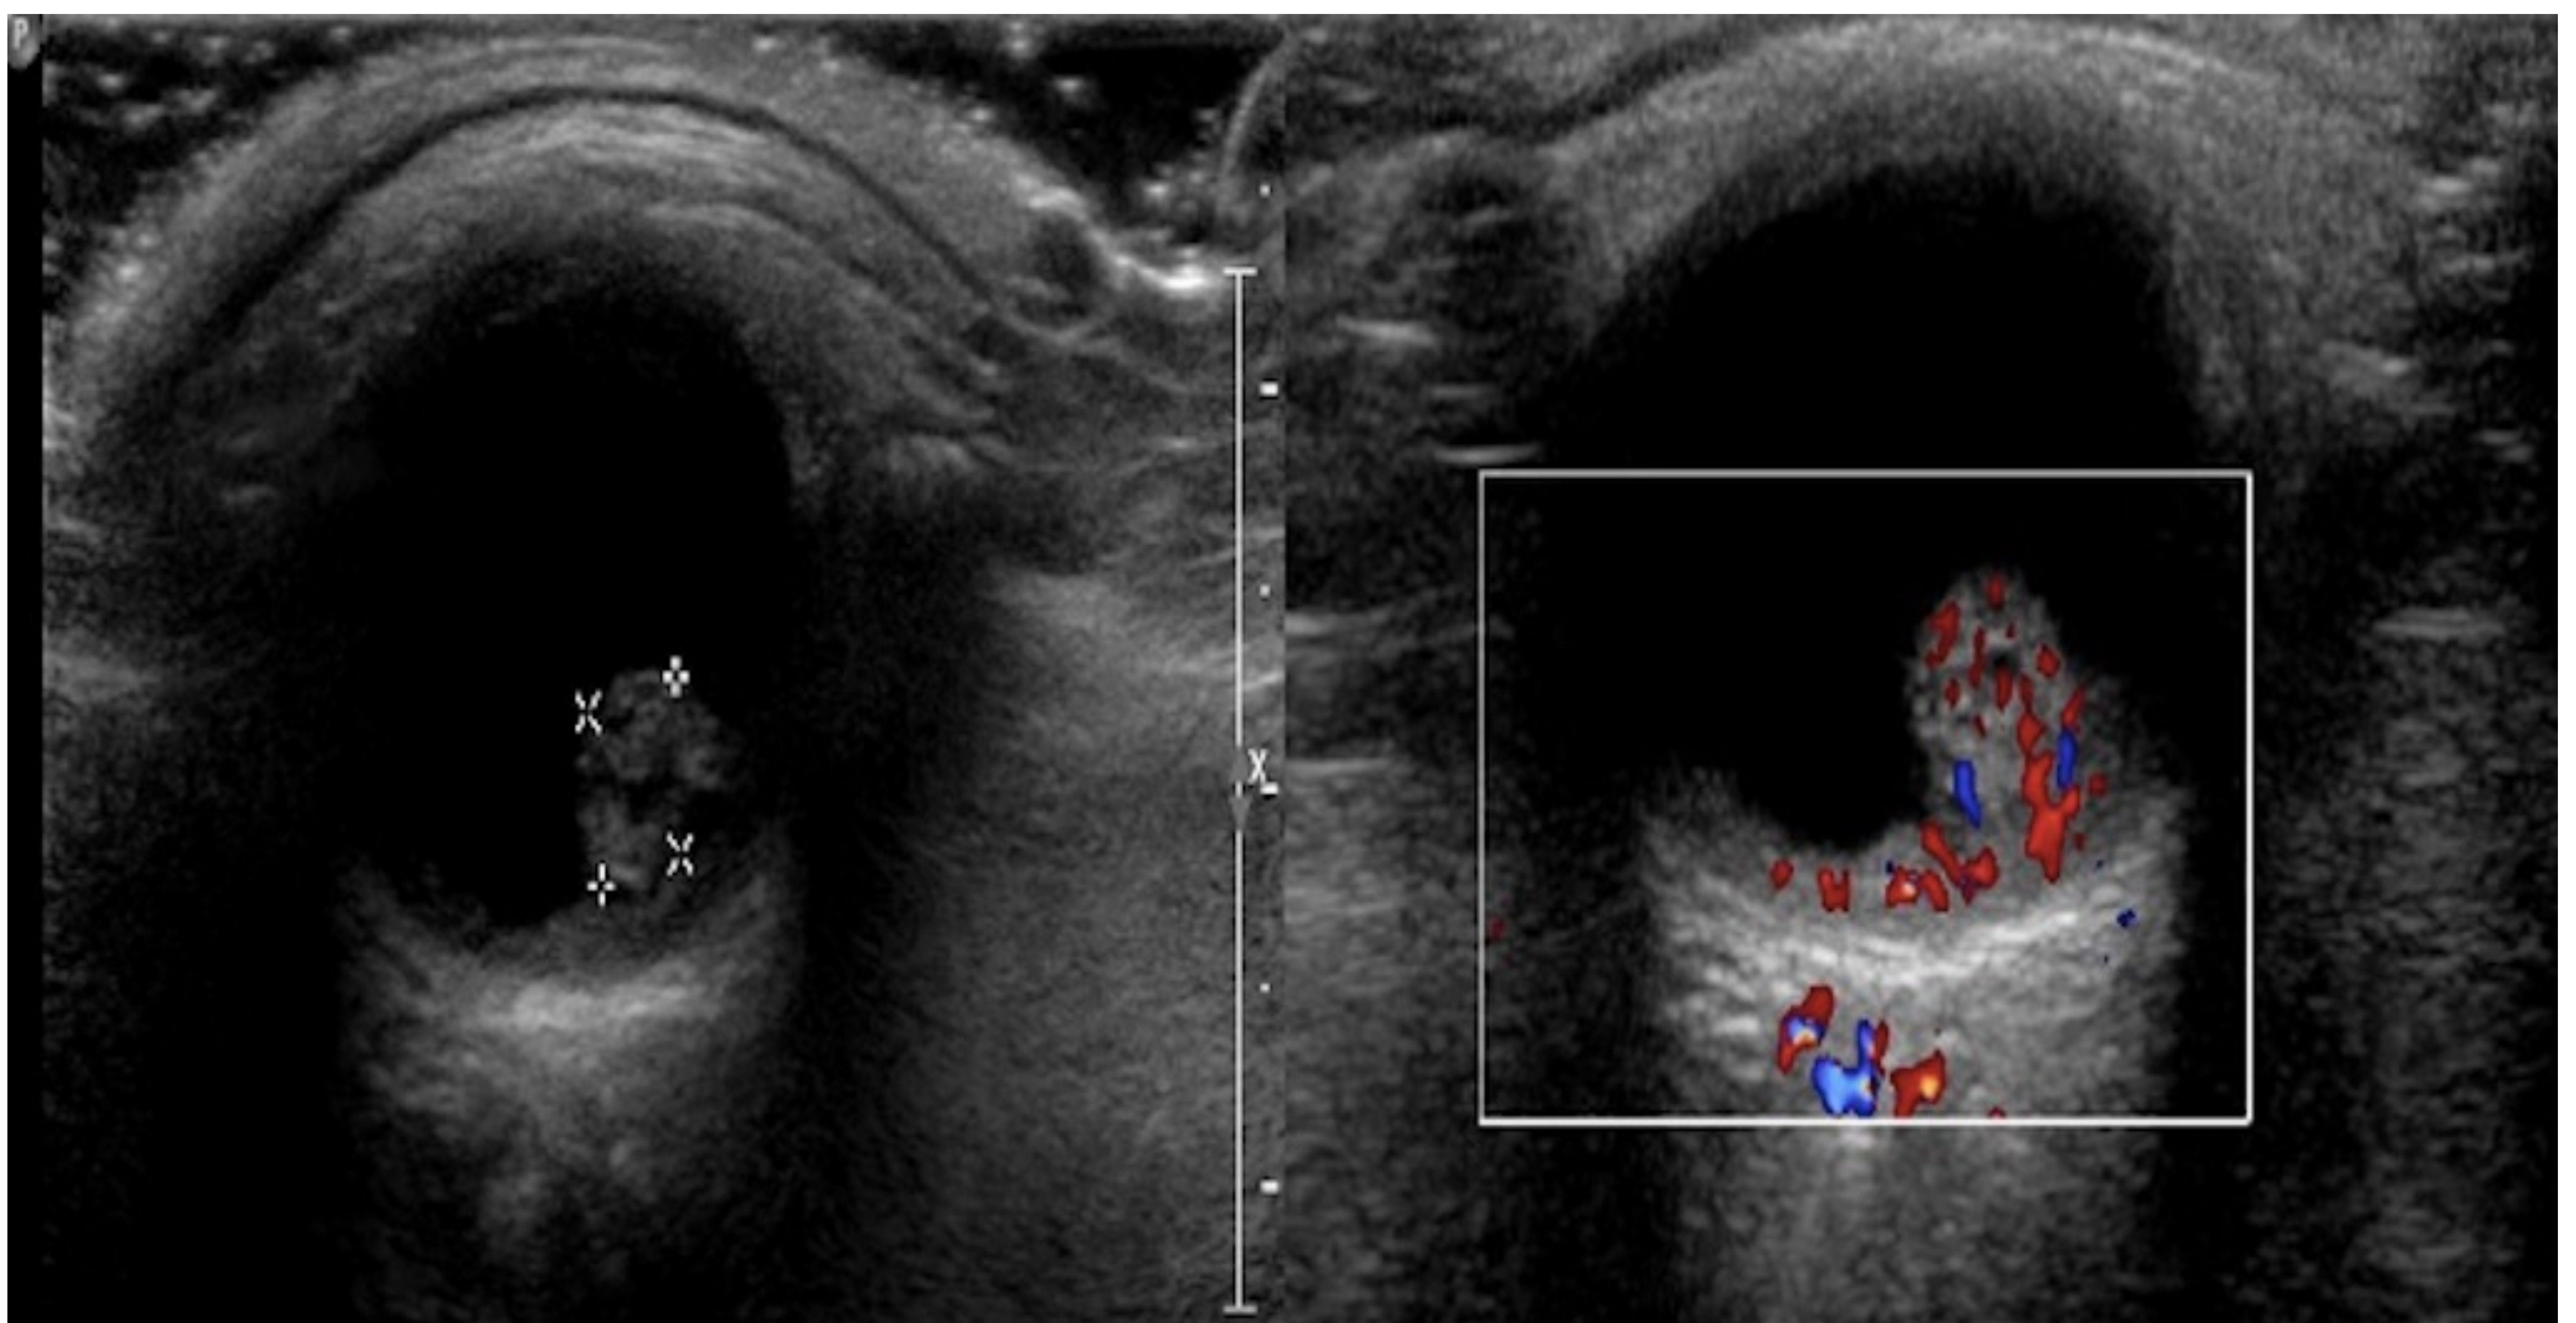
Enfermedad de Coats: Telangiectasia posterior con aumento de flujo Doppler-color y en ausencia de calcificaciones.
